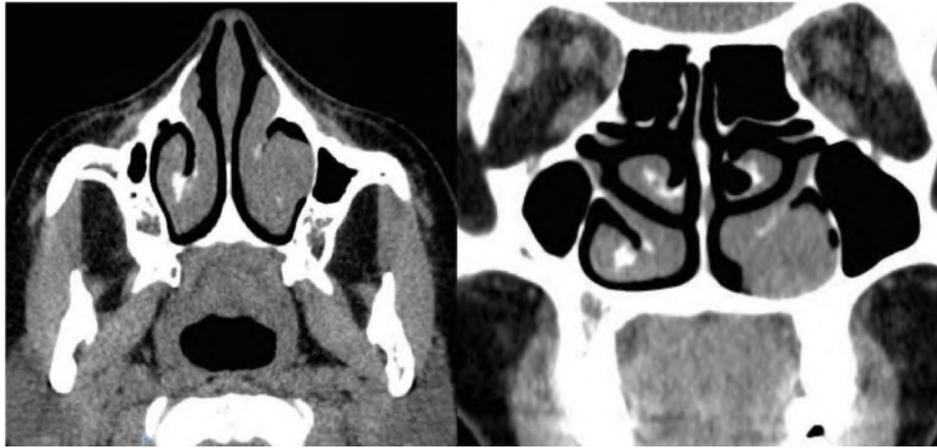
TC nasal prequirúrgico sin contraste, se aprecia masa dependiente del cornete inferior izquierdo.
